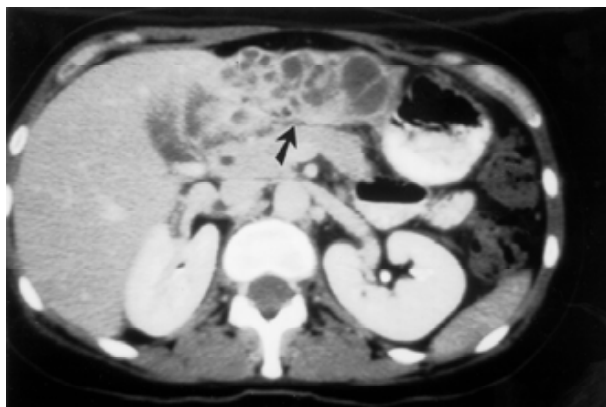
Tomografía del abdomen en donde se aprecia el hemangioma y las lesiones tabicadas del lóbulo hepático izquierdo.
